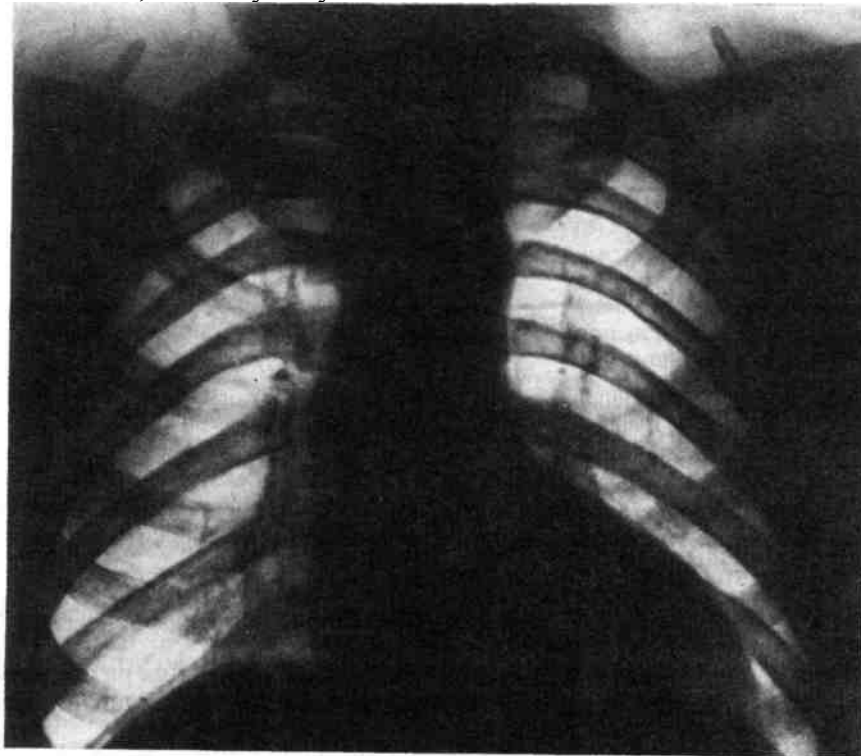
Рентгенограмма при недостаточности клапана аорты. Аортальная конфигурация сердца; отмечаются гипертрофия левого желудочка и расширение восходящей аорты.
